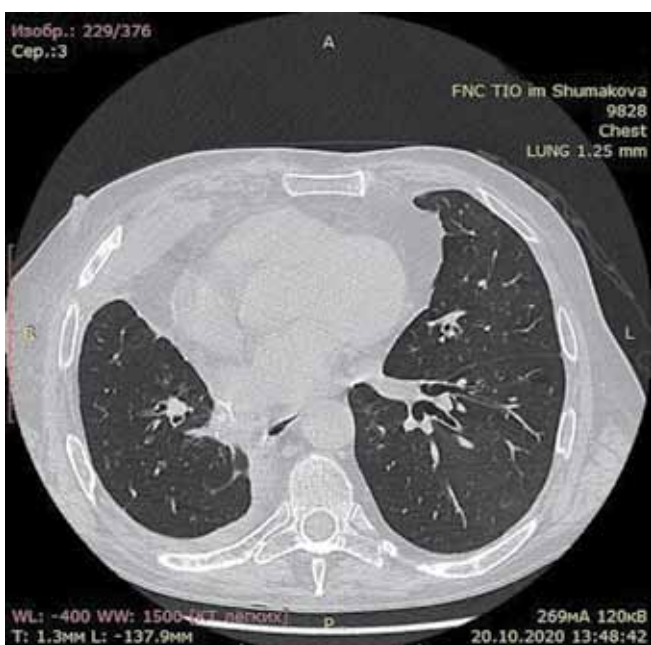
МСКТ через 2,5 месяца после операции
